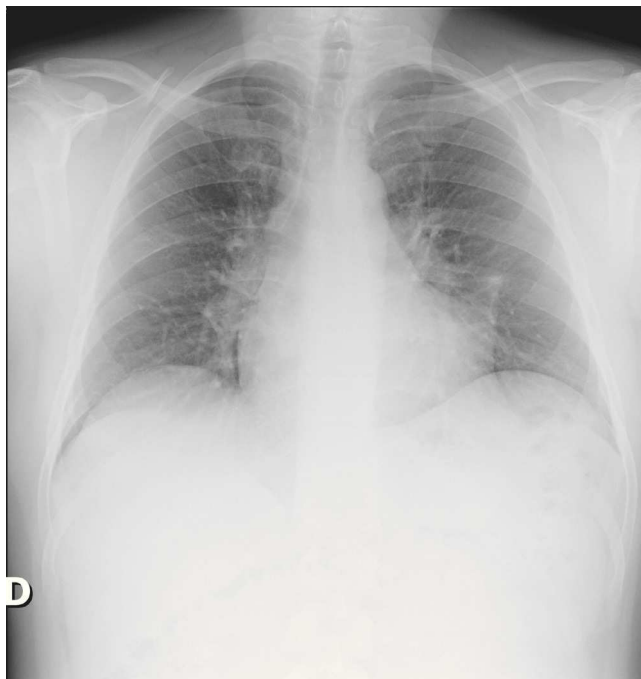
Radiografía PA de tórax.
